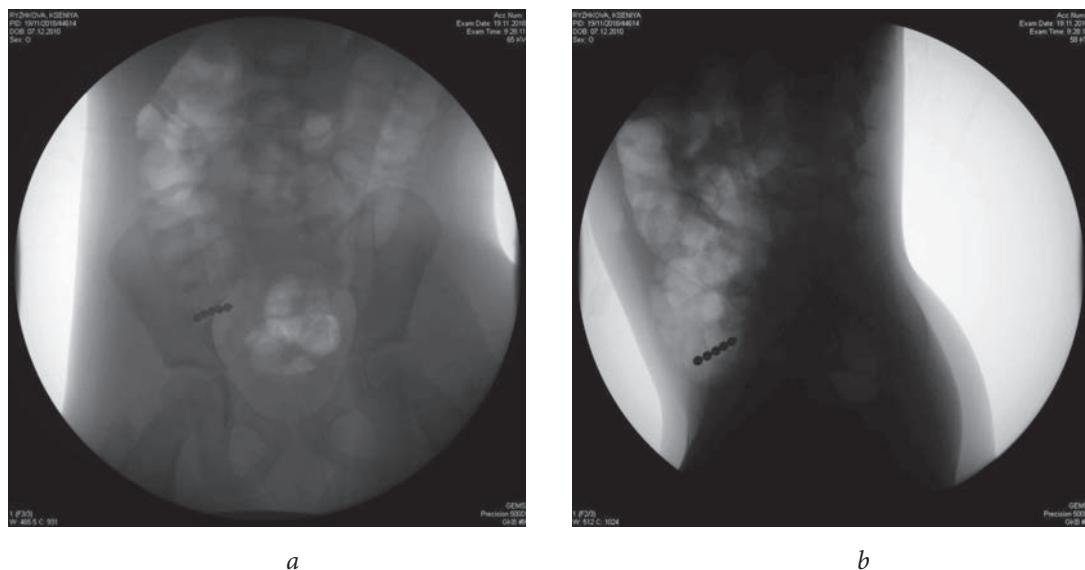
Рентгенограмма пациентки: *a* — в прямой проекции; *b* — в боковой проекции
